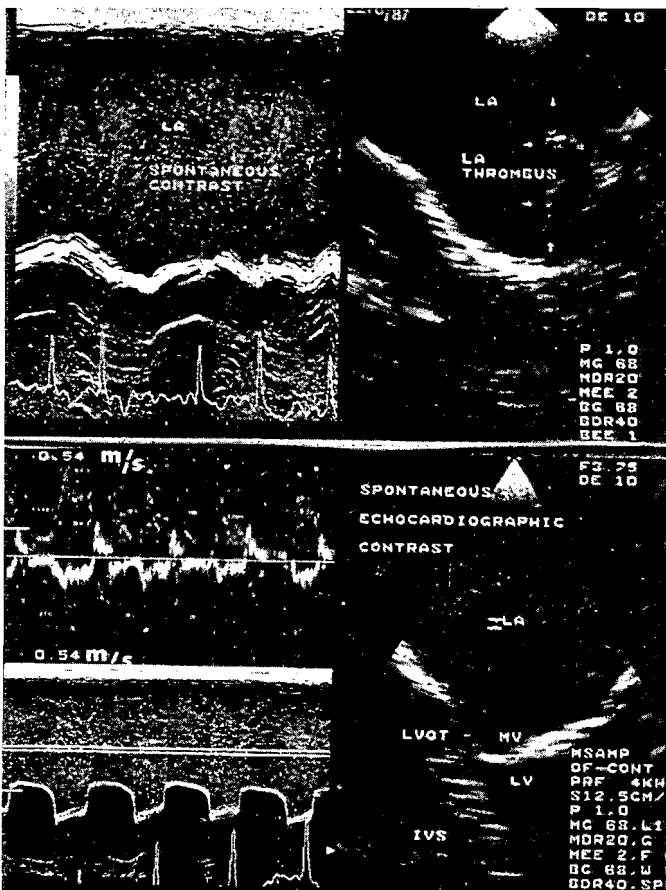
Spontane echokardiographische Kontrastierung mit Thrombus im Bereich des linken Vorhofohrs. Im oberen Teil der Abbildung ist der Vorhoffthrombus sichtbar. Im M-Mode-Echokardiogramm des linken Vorhofs dichte spontane echokardiographische Kontrastierung. In der unteren Abbildung wird erkennbar, daß bei vorhandenem echokardiographischen Kontrast die Doppler-Flußsignale eine niedrigere Flußgeschwindigkeit aufweisen, die im gepulsten Doppler gleichzeitig mit dem M-Mode-Echokardiogramm auf der linken Seite aufgeführt ist (Flußgeschwindigkeitsgrenzskala 0,54 m/s)
